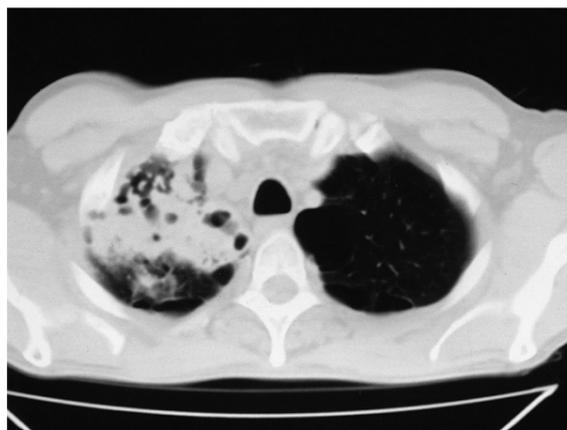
Tomografía axial computarizada de tórax: destrucción del parénquima pulmonar del vértice derecho, con formaciones aéreas cavitarias y engrosamiento pleural apical derecho.
